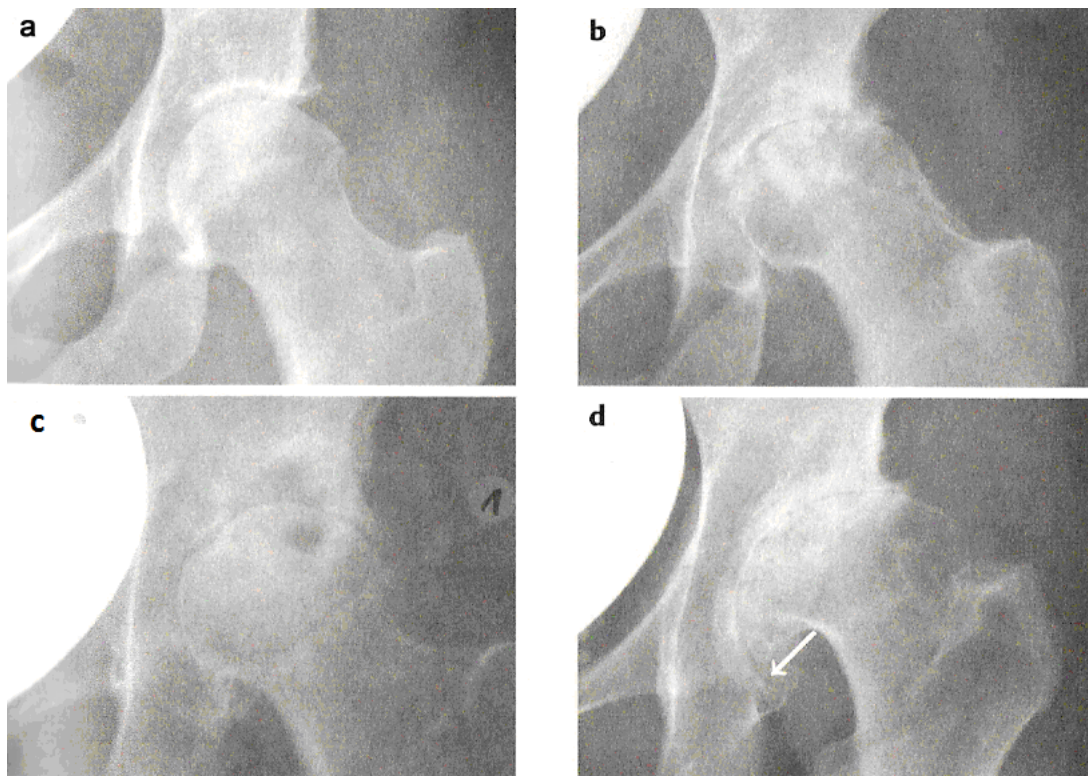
Röntgenbefunde des Hüftgelenks
